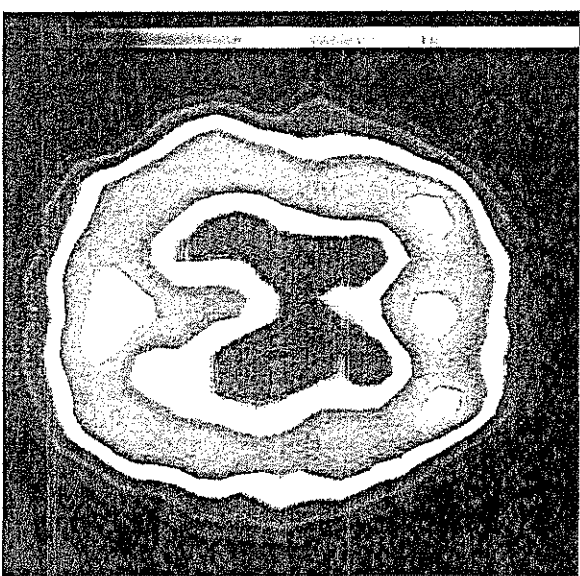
SPECT que muestra hiperperfusión frontal en un paciente diagnosticado de trastorno obsesivo-compulsivo.
